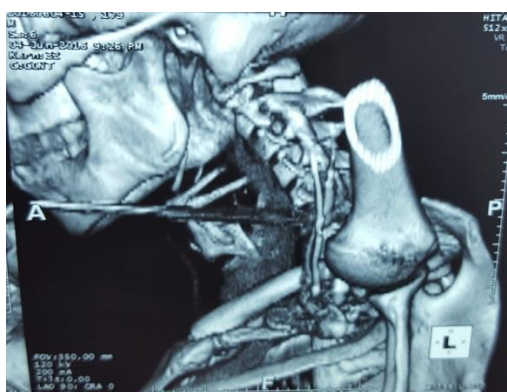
TDM en reconstruction 3D du patient N°1 montrant la flèche médialement à l'axe jugulocarotidien sans le léser
